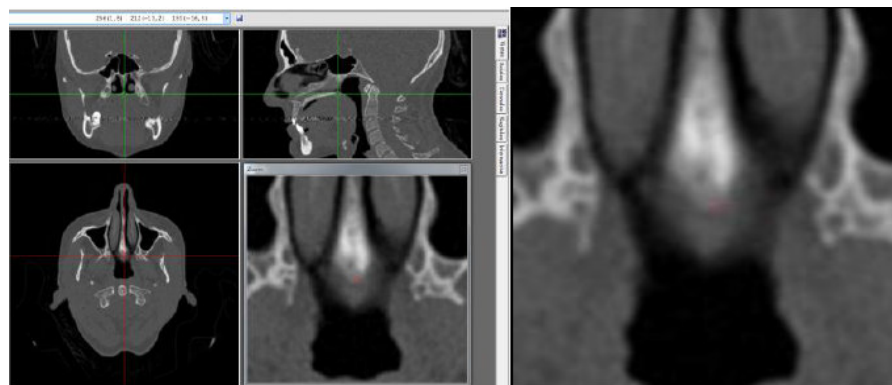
Imagen donde se ubica el punto ENP en la CBCT.
